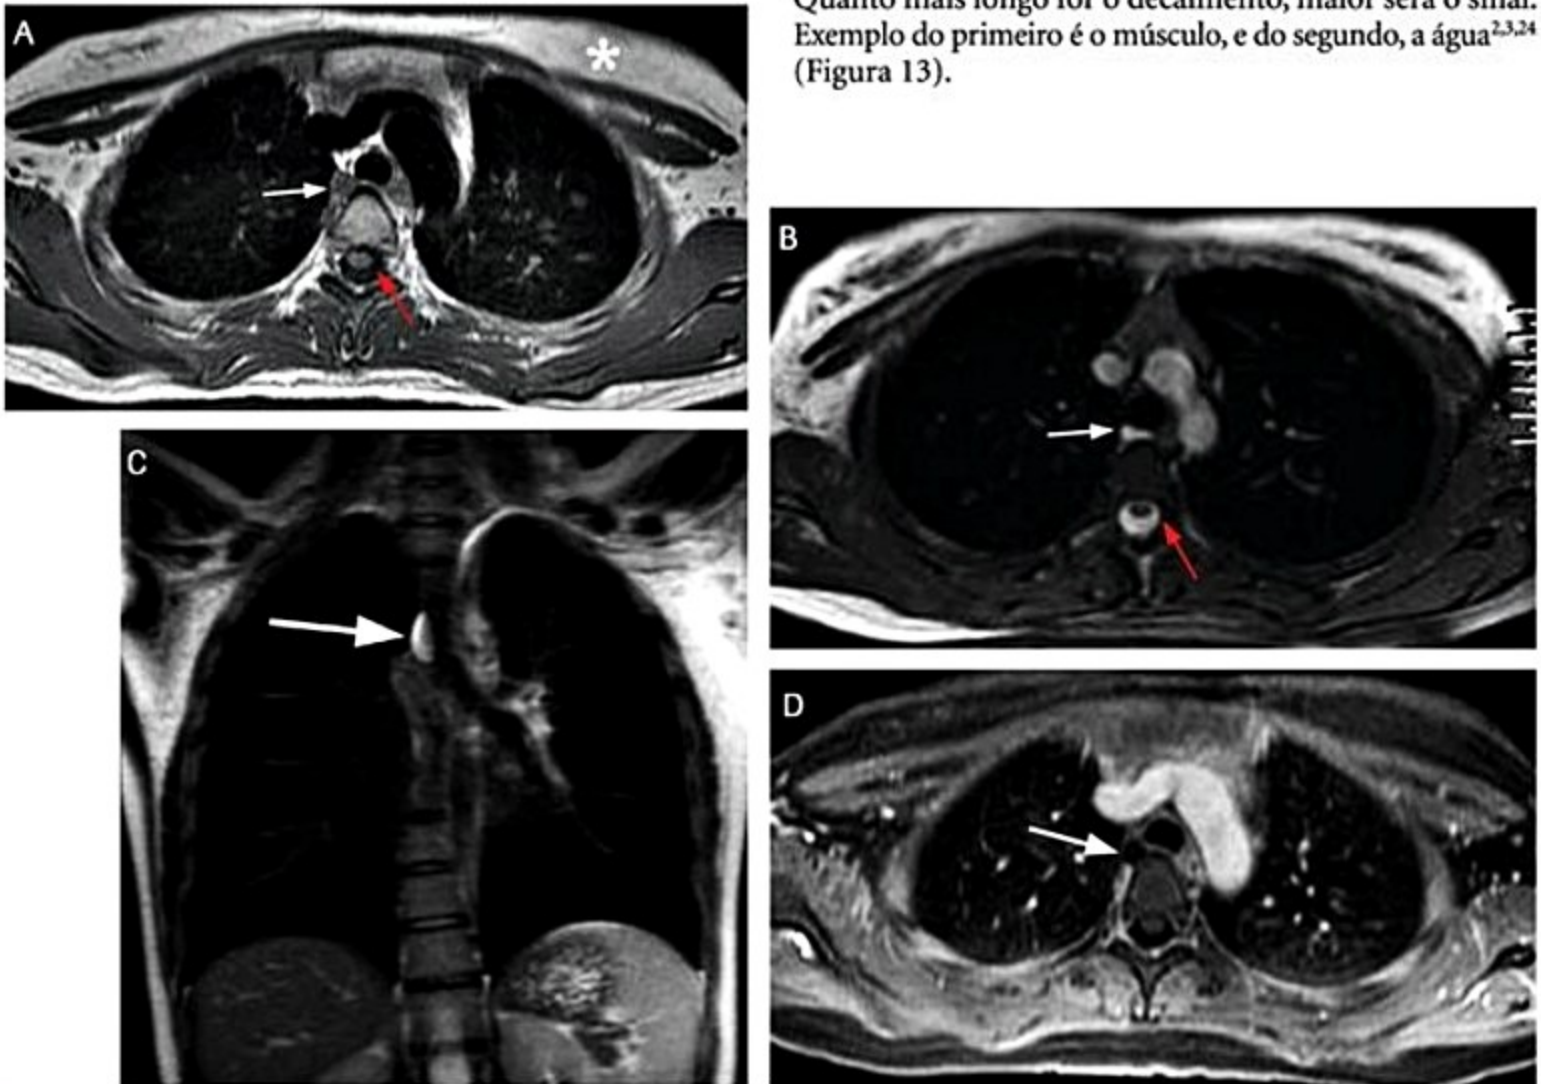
RM do tórax em T1 (A), T2 axial (B), T2 coronal (C) e T1 pós-contraste, com supressão de gordura (D). Observe que o líquor cefalorraquiano tem baixo sinal em T1 (seta vermelha em A) e alto sinal em T2 (seta vermelha em B). A gordura (*) em A possui alto sinal em T1 e T2, porém apresenta baixo sinal na sequência T1 com supressão de gordura (D). As setas brancas em todas as imagens apontam para uma estrutura no mediastino posterior com baixo sinal em T1, alto sinal em T2 (como se comporta a água) e sem realce ao contraste (persiste com baixo sinal em D), caracterizando-se então como um cisto.
